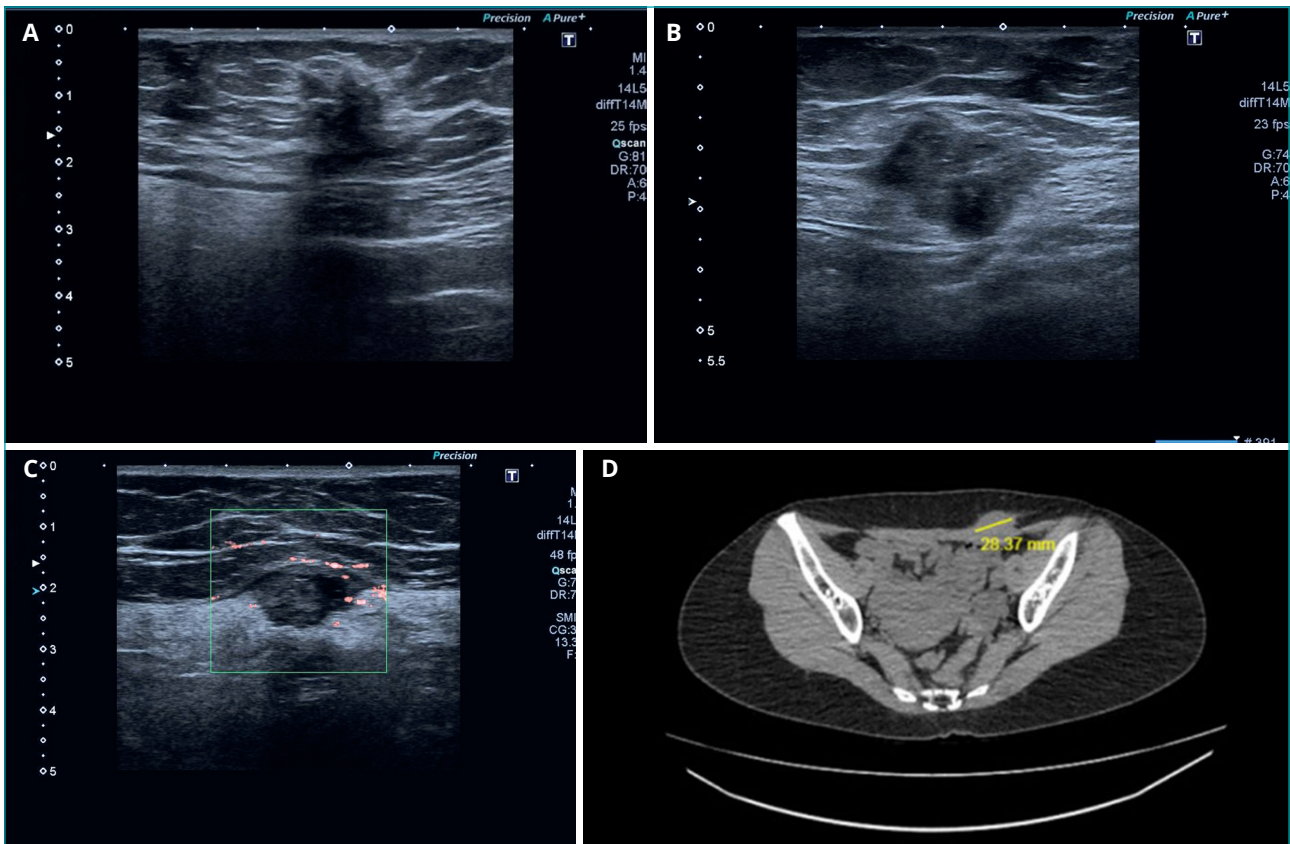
A. Ultrasonografía que muestra imagen nodular a nivel subcutáneo. B. Ultrasonografía que muestra imagen nodular del recto derecho a nivel subaponeurótico de la vaina anterior. C. Ultrasonografía que muestra imagen nodular en la línea alba suprapúbica con vascularización periférica. D. TAC. Imagen nodular en el recto anterior izquierdo.
